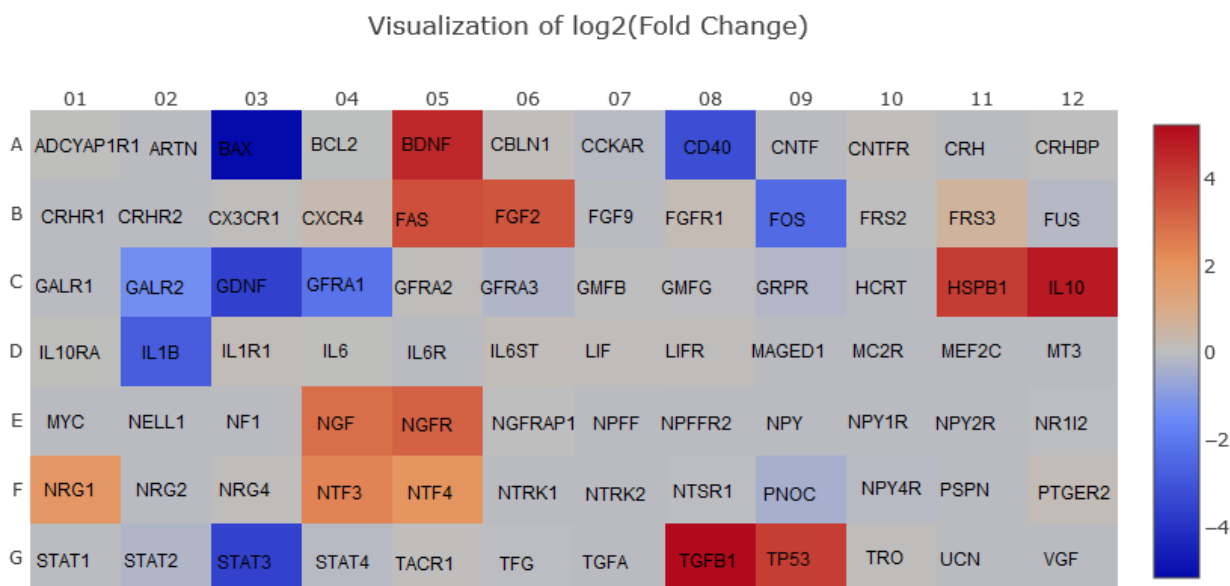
Візуалізація графіка теплової карти змін експресії генів (log<sub>2</sub>, кількість разів) у хворих (АІТ з Г + вітамін D, порівняно з контрольною групою); Fold-Change ( $2^{(-\Delta\Delta CT)}$ ) – кратність змін експресії гена – нормалізована експресія гена ( $2^{(-\Delta CT)}$ ) у тестовому зразку, розділена на нормалізовану експресію гена ( $2^{(-\Delta CT)}$ ) у контрольному зразку; червоний колір – збільшення рівня відносної нормалізованої експресії, синій – зменшення.
